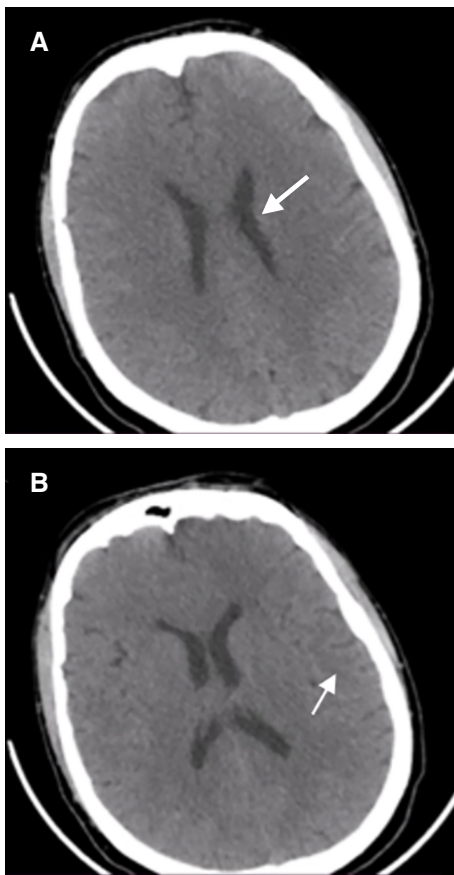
Tomografía computarizada simple del cráneo al ingreso a unidad de cuidados intensivos. A) Edema cerebral con compresión ventricular. B) Edema cerebral con borramiento de los surcos.
